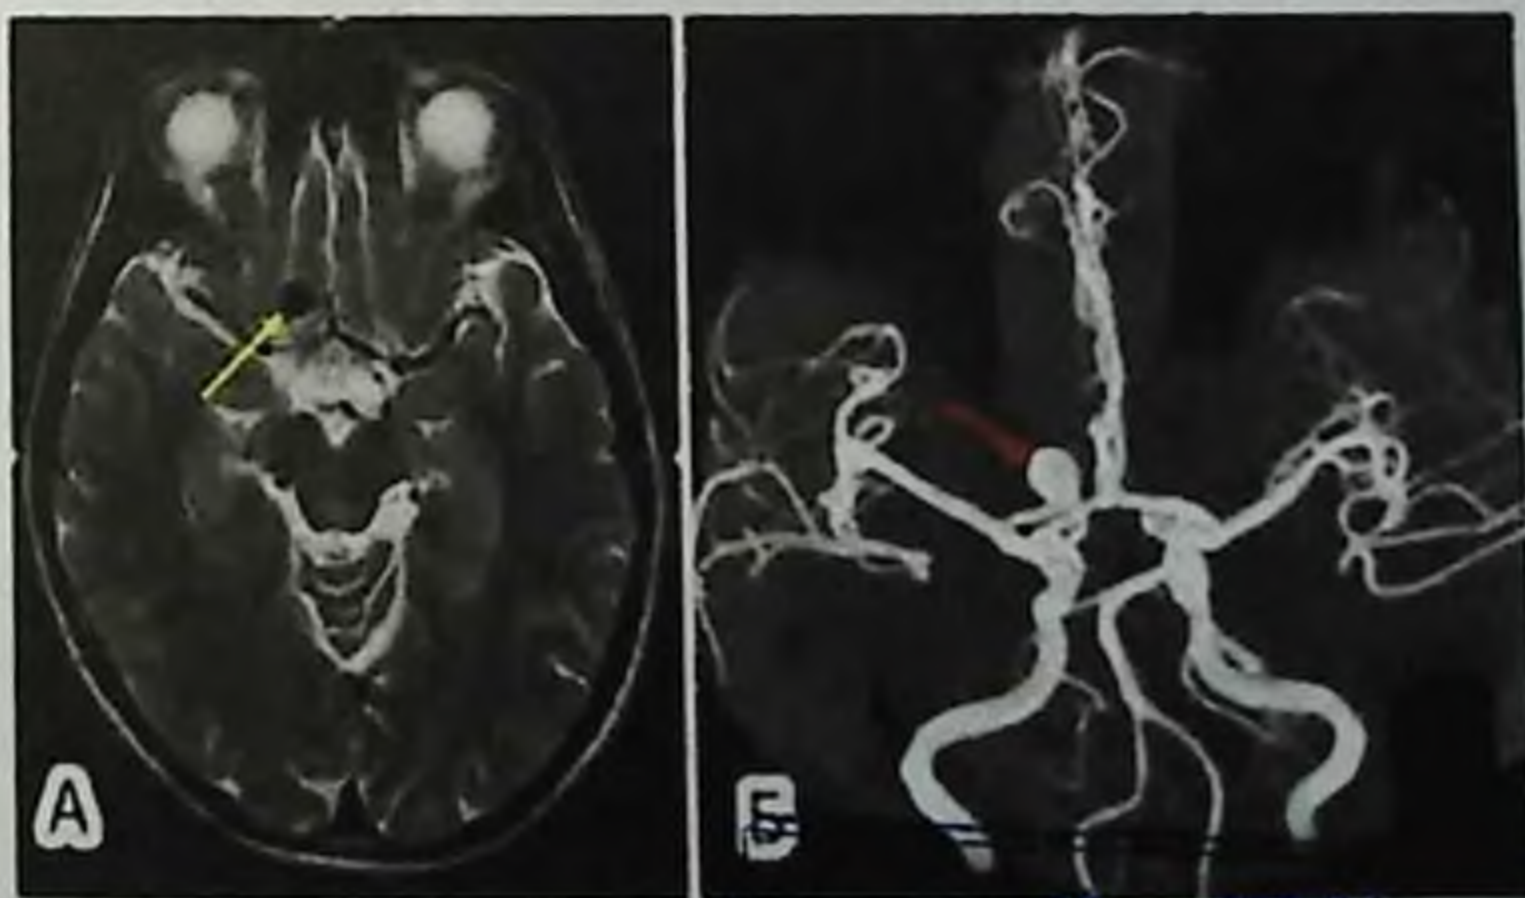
МРТ головного мозга. Аневризма в бассейне A1 передней мозговой артерии головного мозга.
